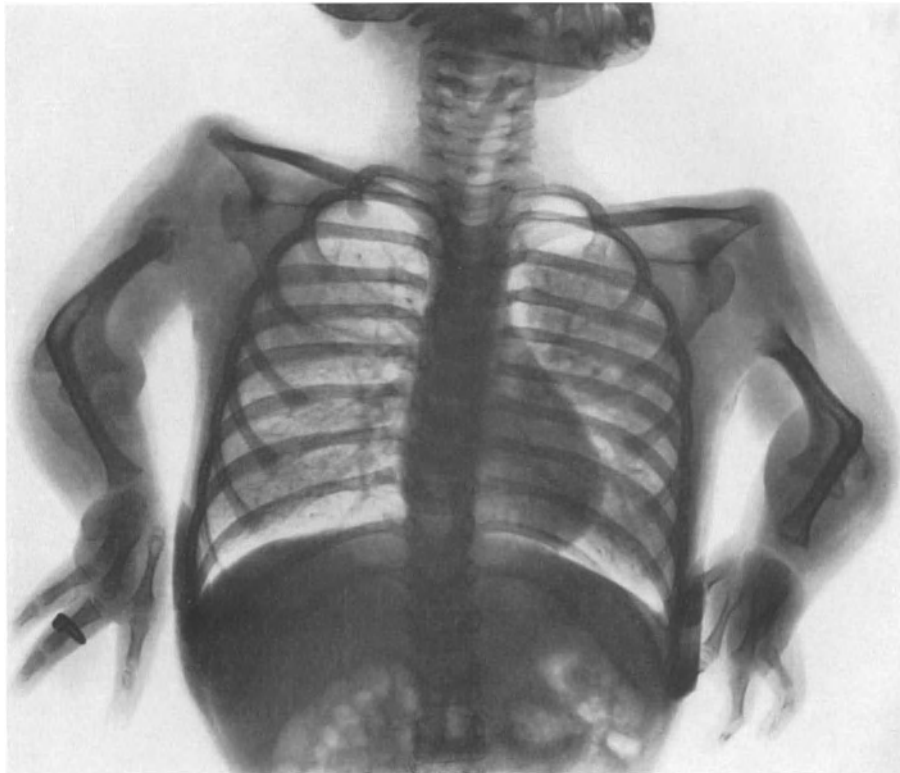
In utero bestrahltes Kind (Anneliese W.). Röntgenaufnahme des Thorax und der oberen Extremität. Rechts zwischen Ober- und Unterarm kein Gelenkspalt sichtbar, vollständige Ankylose. Links fraglicher Gelenkspalt. Beide Oberarme im Schultergelenk luxiert. Fehlen verschiedener Handwurzelknochen beiderseits.
